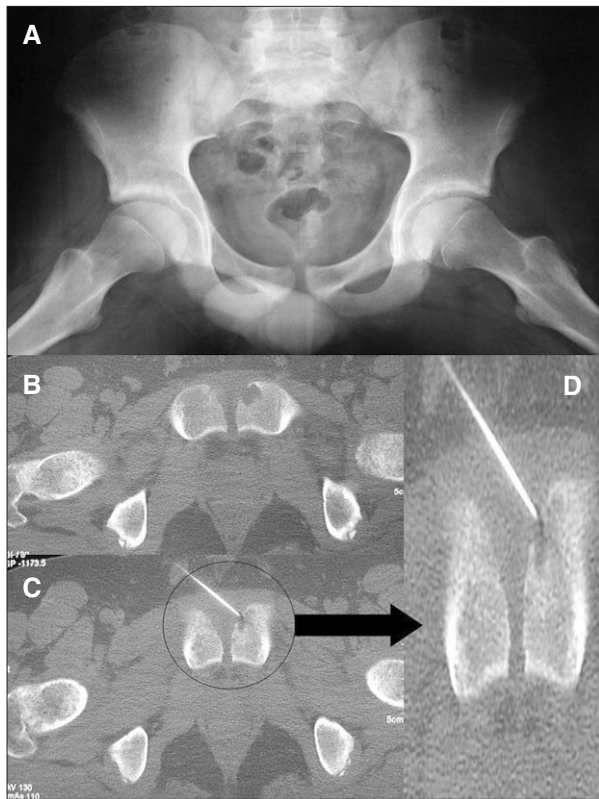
(A) Radiografía anteroposterior de pelvis informada como normal. (B) Imágenes de la tomografía computarizada que muestra la erosión ósea, la toma de biopsia con aguja fina (C) y detalle de la misma (D) que muestra que la punción-aspiración con aguja fina se realizó del interior de la lesión.
